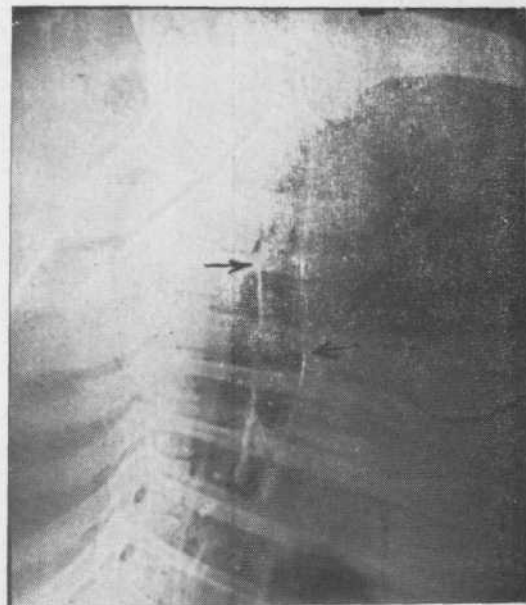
Опыт № 43-Ф. Сухо-контрастная рентгенография
